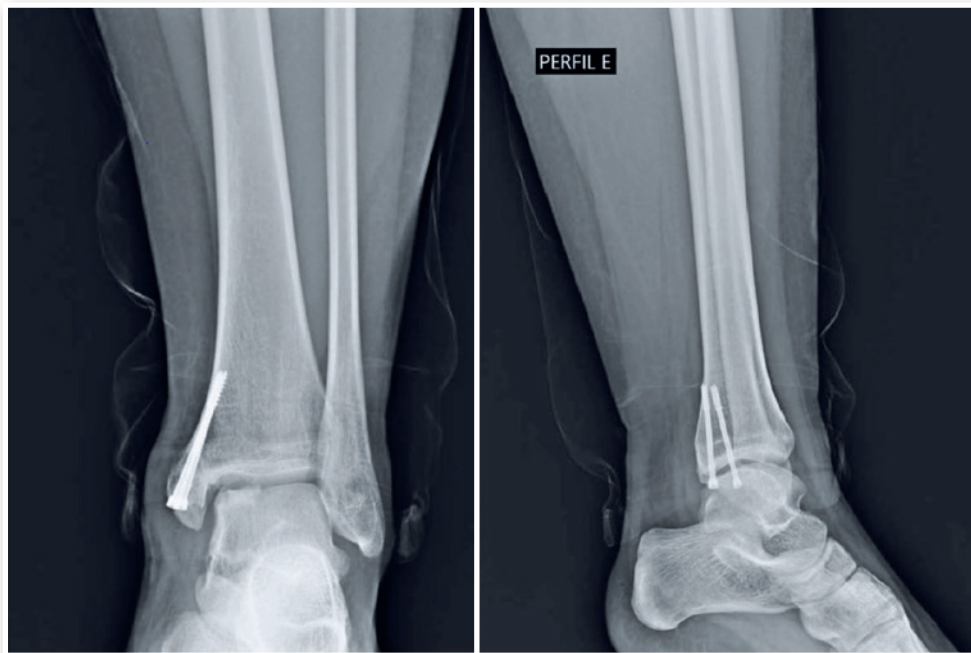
Radiografia anteroposterior e perfil 4 meses após pós-operatório.
